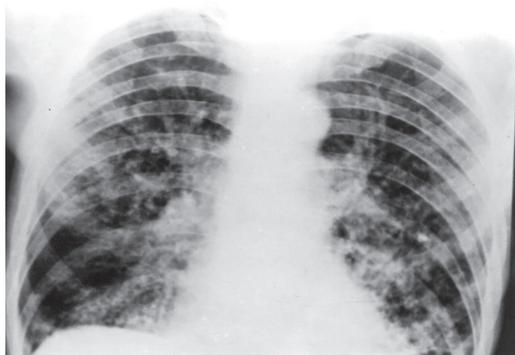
Рентгенограмма легких, III стадия ОРДС.
